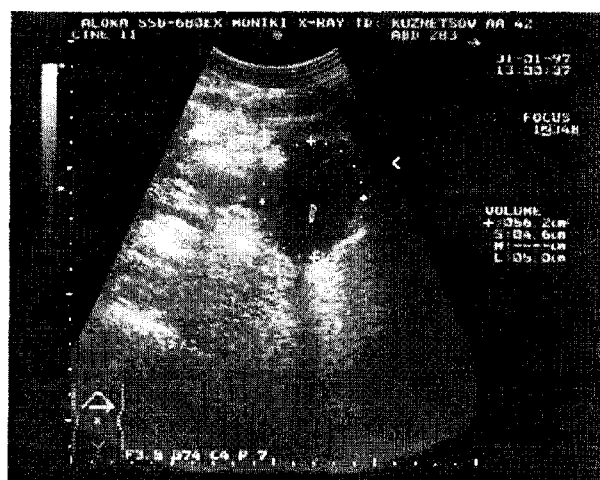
Эхотомограмма больного К., 42 лет, 25-е сутки после пункционного дренирования. Остаточная полость абсцесса 56 мл. Большой выпячен с функционирующим дренажом.
